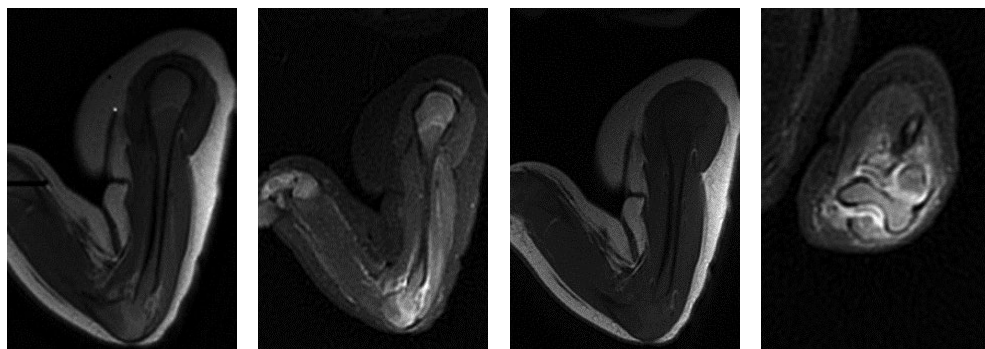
Пациентка Р. (7 суток от начала заболевания). Сканы магнитно-резонансной томографии левого плеча
